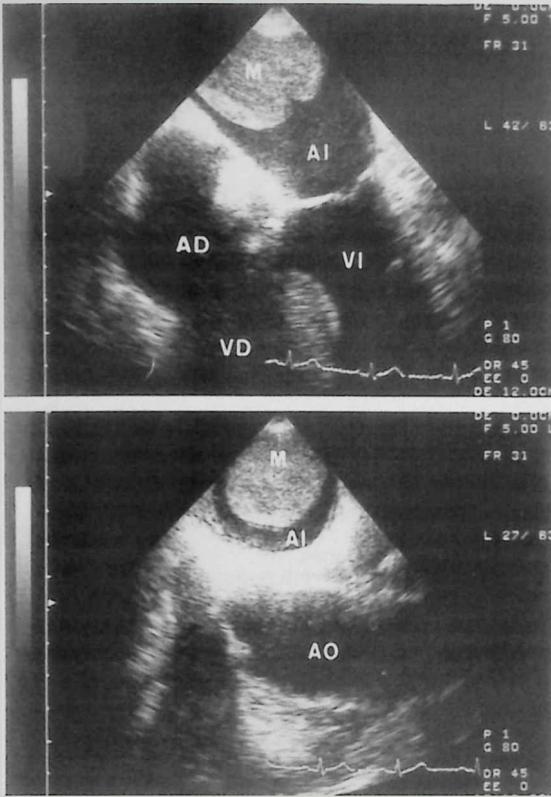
Ecografía transesofágica. Arriba corte transversal de cuatro cavidades, abajo corte longitudinal basal. Se evidencia una masa auricular (M) bien delimitada, de bordes lisos, homogénea, bilobulada, inmóvil, en parte posteriosuperior de aurícula izquierda. Aurícula izquierda (AI). Aurícula derecha (AD). Ventriculo derecho (VD). Ventriculo izquierdo (VI). Aorta (AO).
